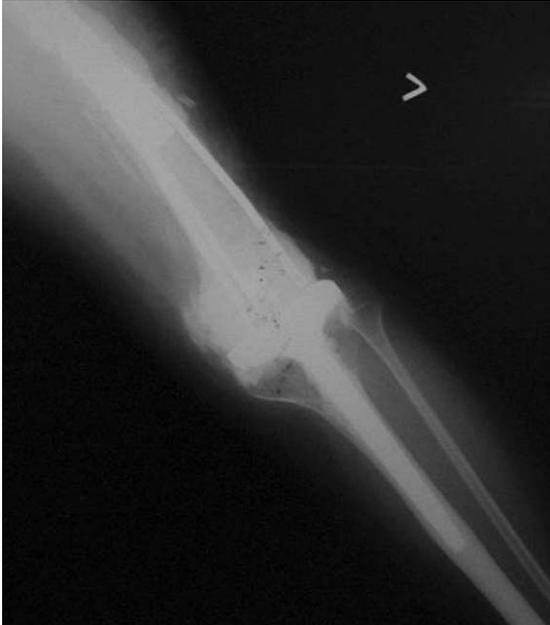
Plain radiograph after the temporary spacer insertion. Remnant tibial component of tumor prosthesis was shown with three Ender-nails and cementation.
